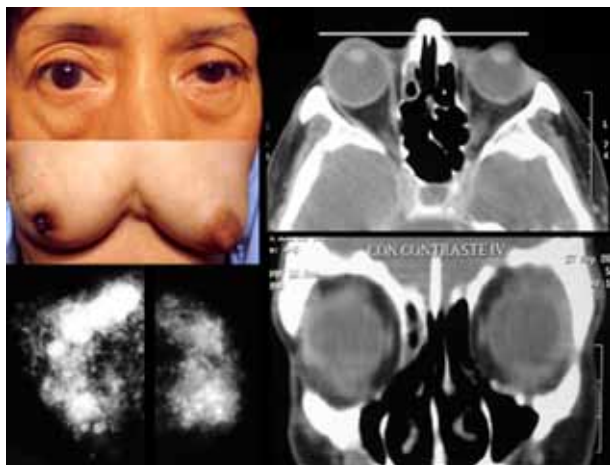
Paciente # 3. Enoftalmía izquierda y retracción del pezón derecho. Aspecto de la mamografía con material de biopolímeros y tomografía computarizada en proyección axial y coronal donde se aprecia la enoftalmía y tejido de partes blandas.
